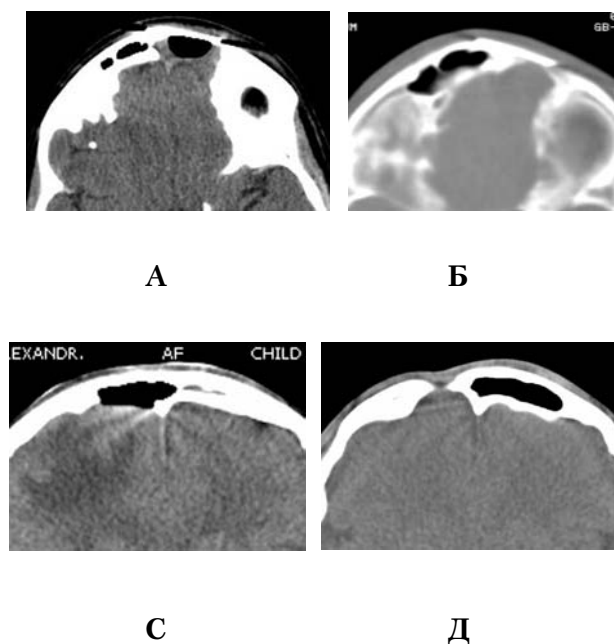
Краниализация лобной пазухи после проведения фронтотомии с полным удалением церебральной стенки. КТ-граммы больного И.
